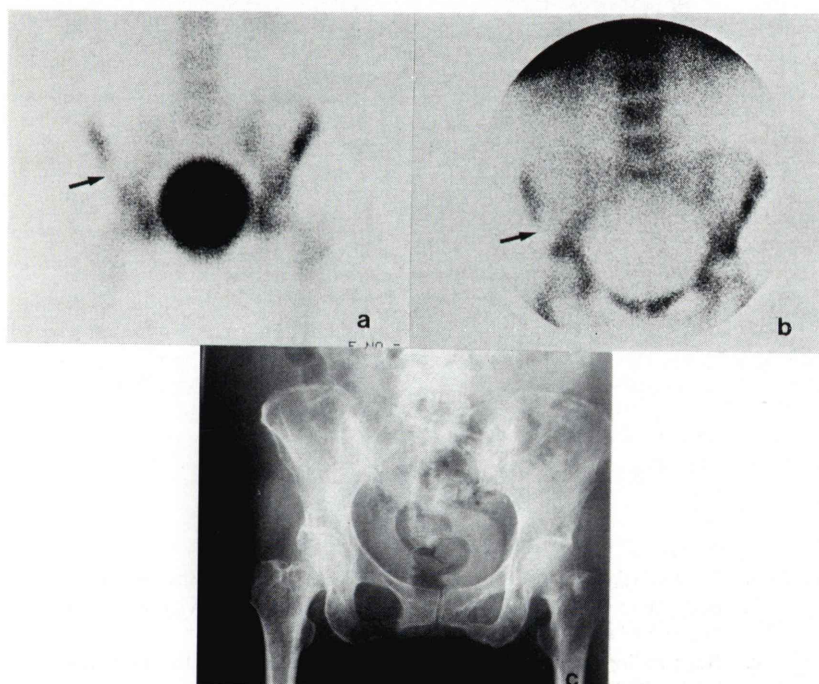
a. Bone scintigraphy ($^{99m}\text{Tc-MDP}$): Decreased accumulation of radioactivity is noted in the right ilium.
